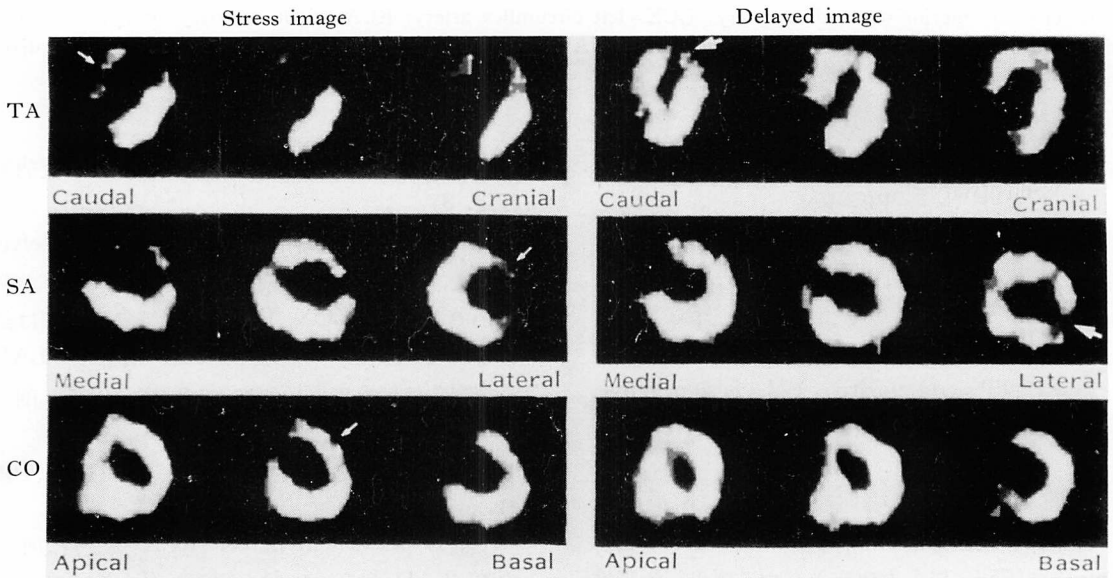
SPECT images from a 63 year-old male with anterior myocardial infarction.
